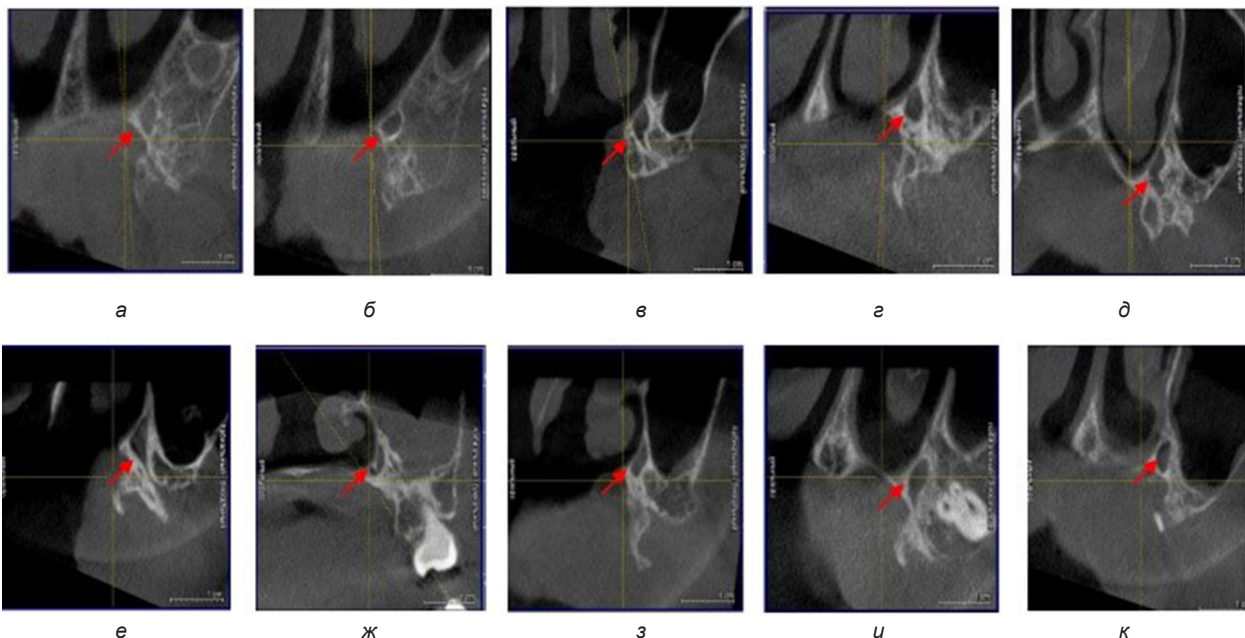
Конусно-лучевая компьютерная томограмма. Форма большого небного отверстия:
